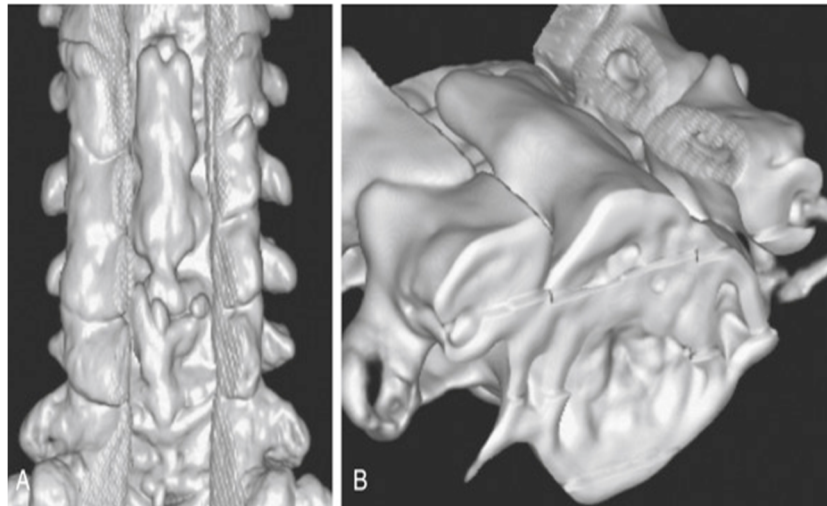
montrant les images TDM tridimensionnelles reconstruites.
